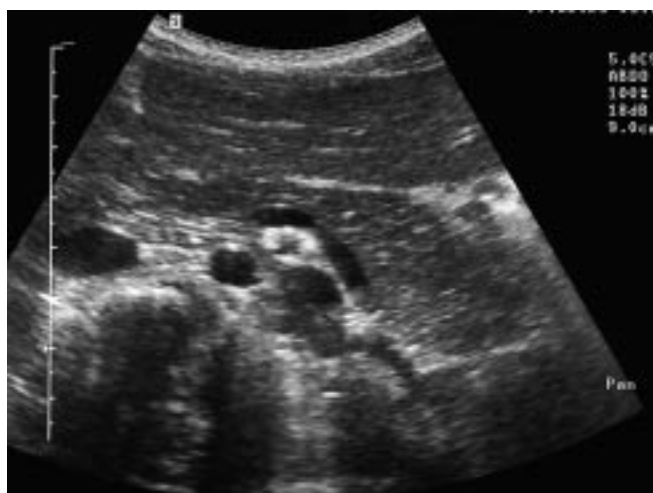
Aspect échographique normal du pancréas de l'enfant.
